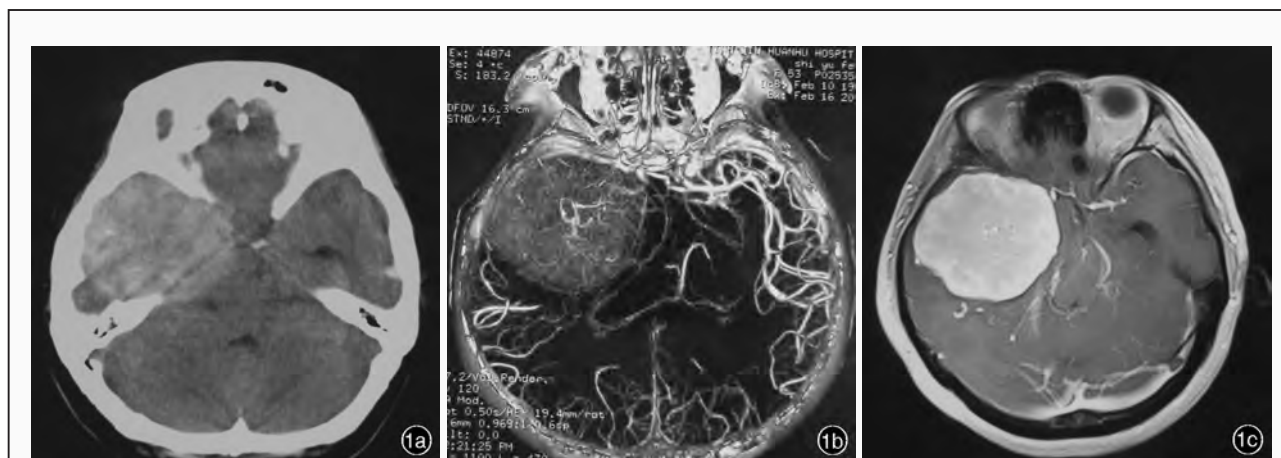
影像学检查所见 1a 头部CT平扫显示右侧颞叶高密度影,与蝶骨嵴关系密切 1b CTA扫描可见肿瘤血供丰富,表面血管迂曲 1c 增强MRI扫描显示右侧颞叶占位性病变,病灶明显强化
